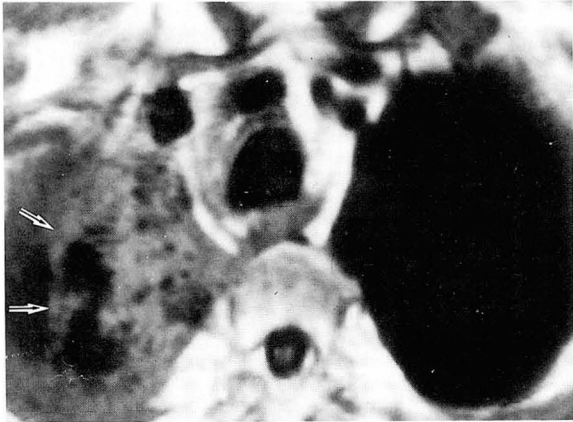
a. Plain chest radiograph 2 months after radiation shows radiation injury with sharp and straight margin (arrows). b. CT at the same time shows fibrotic changes (arrows) and metastatic nodule (arrowheads), which is not visualized on plain film.
